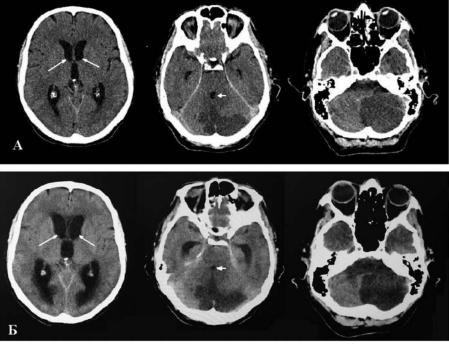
КТ головного мозга больного Л. с массивным инфарктом мозжечка. А — 12 ч от начала заболевания. Желудочковая система не изменена (белые стрелки). ШКГ 15 баллов. Б — 36 ч от начала заболевания. Отмечается сдавление IV желудочка (малая белая стрелка), расширение желудочковой системы (большая белая стрелка). ШКГ 6 баллов
